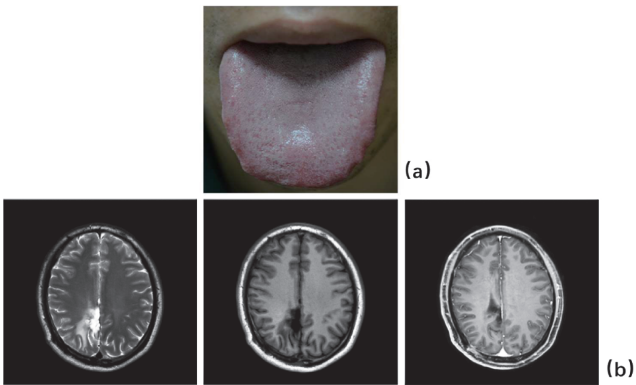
男, 30岁。少突胶质细胞瘤(WHO 2级, IDH 突变, 1p19q 共缺失, MGMT 启动子甲基化)。舌象(a)表现为暗舌, 胖大舌, 齿痕舌, 白苔, 薄苔; 术后 MRI 检查(b)从左至右分别为 T2WI、T1WI 及增强 T1WI。
